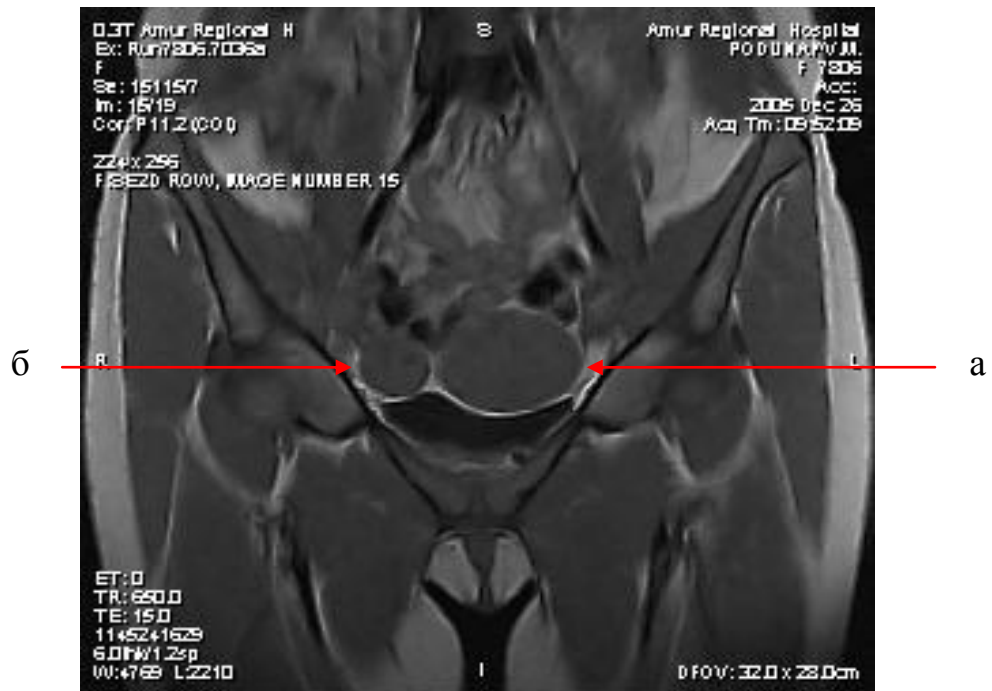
МРТ. Однорогая матка с рудиментарным рогом, сообщающимся с полостью основного рога.
